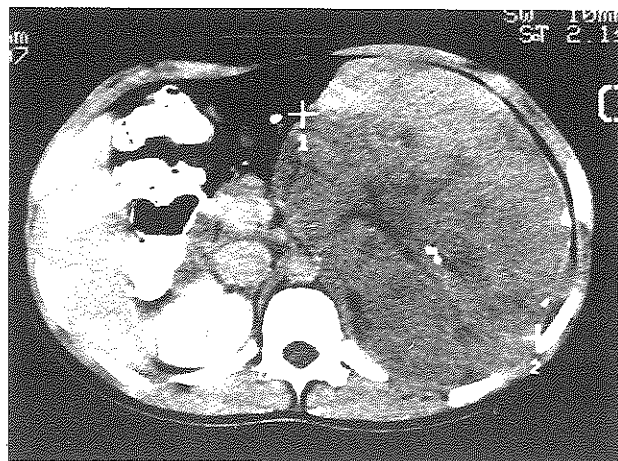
Tomografía axial computarizada. Corte abdominal. Nótese la presentación de la masa retroperitoneal, que rechaza estructuras digestivas hacia planos anteriores y mediales, así como desplazamiento del riñón homolateral.
